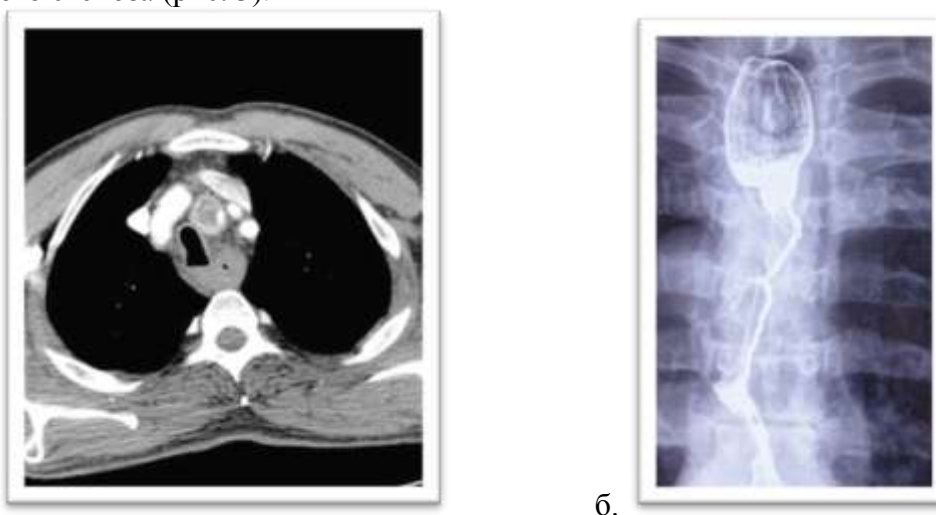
Рак пищевода (а – компьютерная томография грудной клетки, в центре рак пищевода и метастатический лимфатический узел, отдавливающие трахею; б – рентгеноскопия пищевода)
